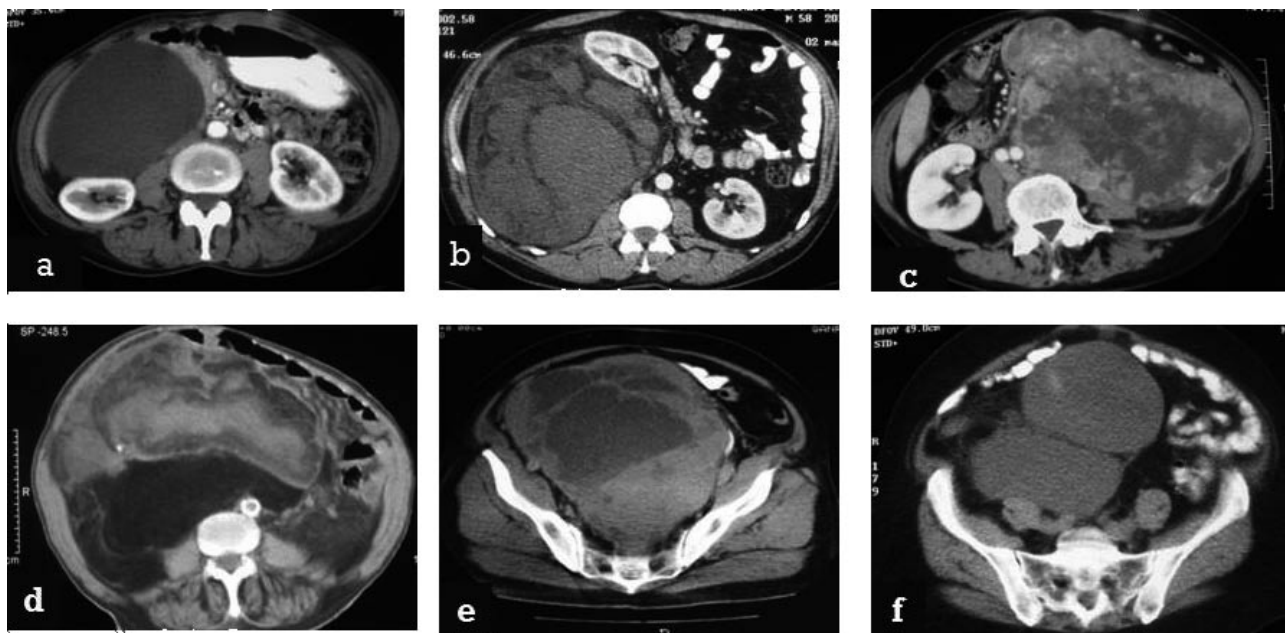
TAC. A) Linfangioma quístico. B) Liposarcoma mixoide, gran desplazamiento del riñón derecho con elongación de su pedículo vascular. C) Leiomiosarcoma. D) Liposarcoma. E) Leiomiosarcoma pélvico. F) Fibrohistiocitoma maligno.
